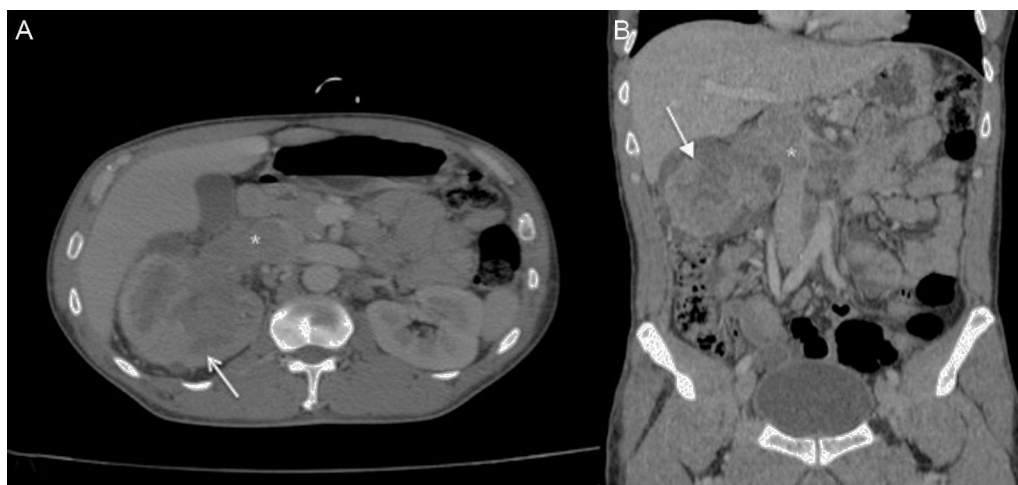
Imágenes de tomografía axial computarizada contrastada (A. axial, B. coronal) en fase venosa con alteración anatómica del riñón derecho, mostrando masa heterogénea de bordes irregulares (flechas). Vena cava de diámetro aumentado y defecto de llenado en su interior de 7.5×3 cm sugestivo de trombo (asterisco).
